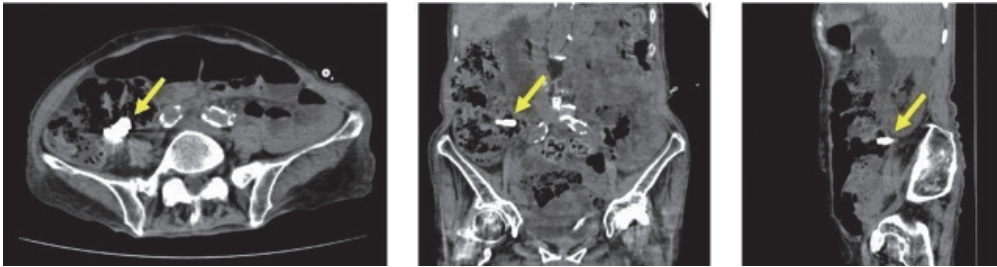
第4病日腹部CT（左から順に水平断，冠状断，糸状断）
